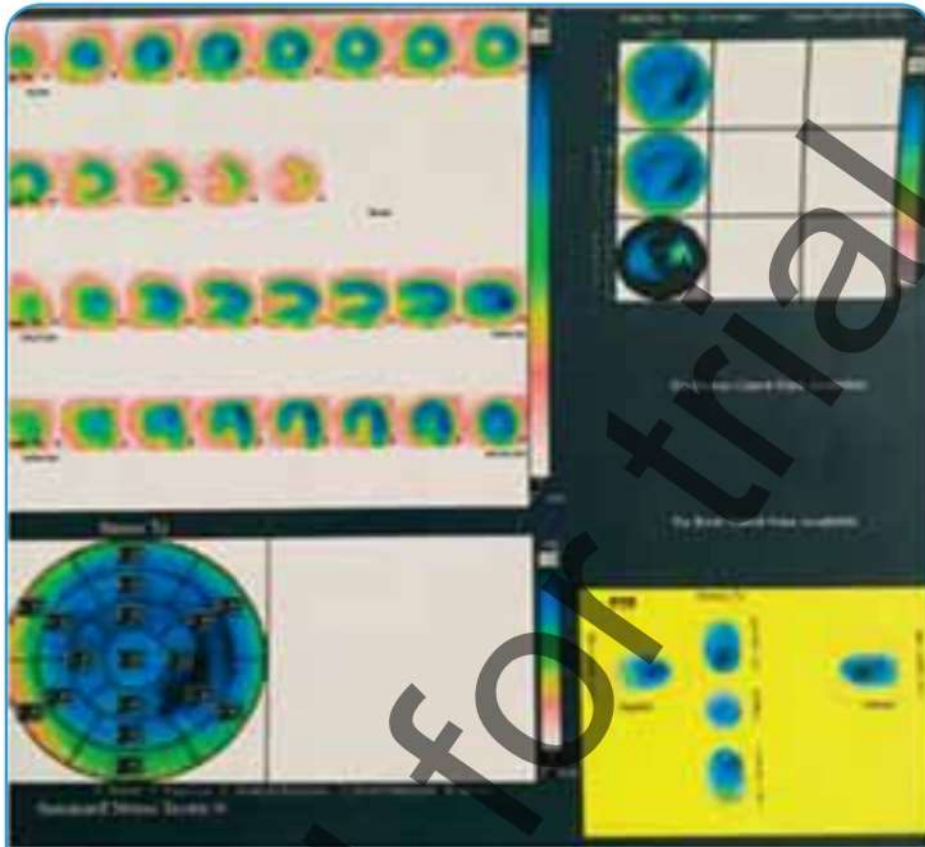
Сцинтиграфия миокарда в норме
